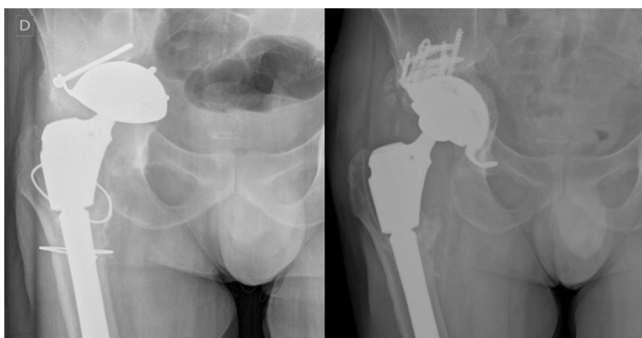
A) Radiografía de un paciente con diagnóstico de aflojamiento aséptico de componente acetabular de cadera derecha con defecto acetabular tipo IIIB de Paprosky asociado a discontinuidad pélvica. B) Radiografía de control a los dos años tras la revisión del cotilo a un implante tipo *Cup-Cage* de titanio trabecular (*Delta-Revision TT [Lima Corporate®]*). TT: Titanio trabecular.
